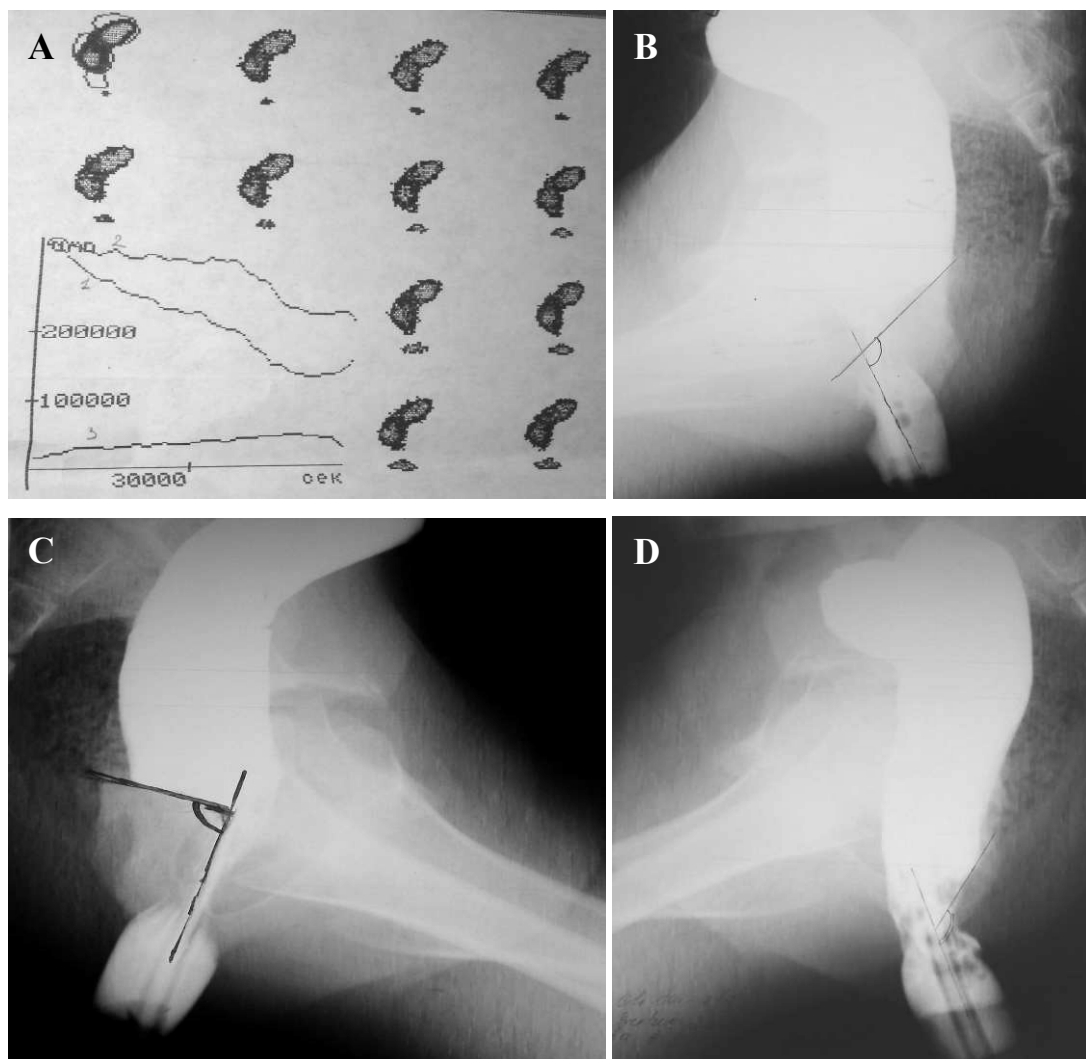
Scintidefecografia și balonoproctografia la copiii cu fiziologia normală a actului de defecație. A) Evacuarea scintigrafică fiziologică, B,C,D) actul fiziologic de defecație prin balonoproctografie.
